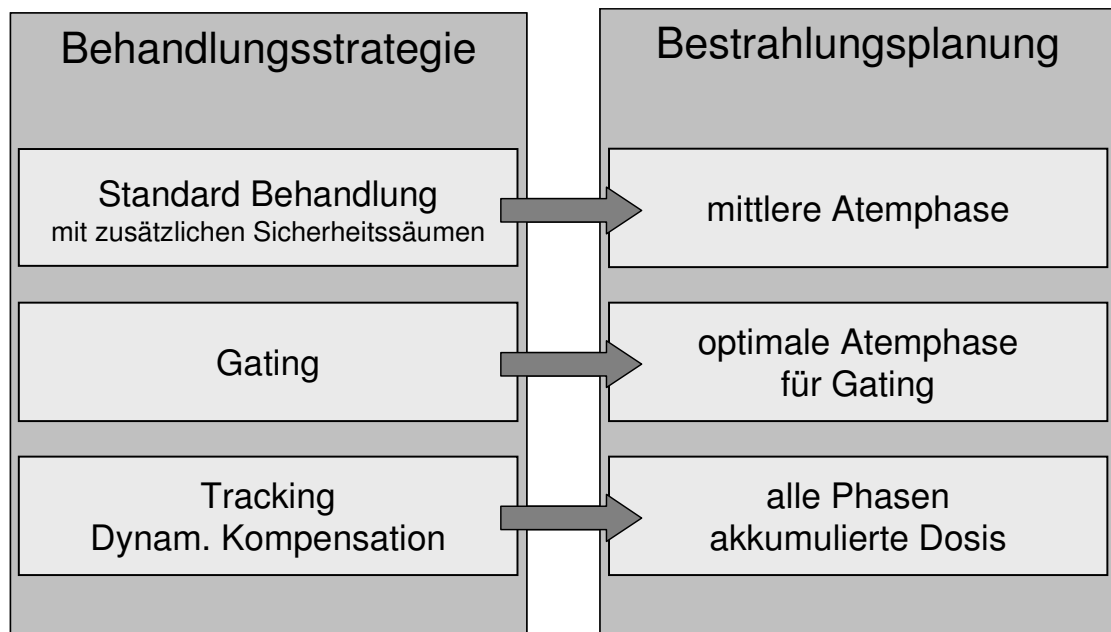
Auswahl der geeigneten CT-Studie für die Bestrahlungsplanung entsprechend der Behandlungsstrategie.
